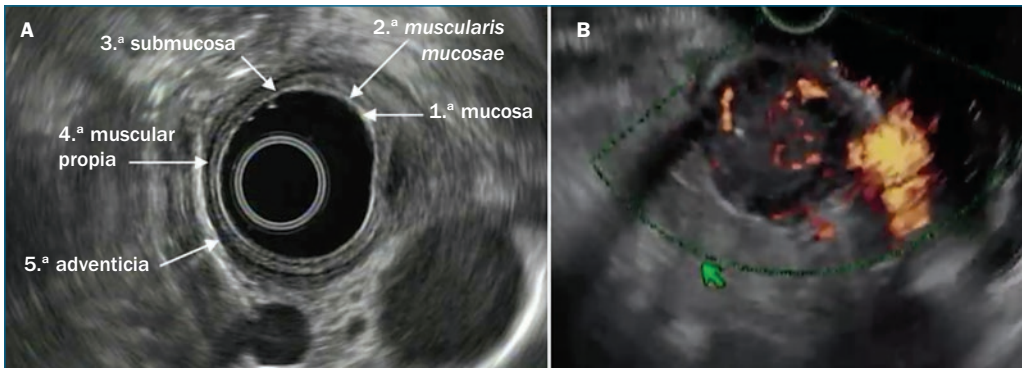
Imagen obtenida con ultrasonido radial de esófago que muestra las cinco ecocapas. Nótese la imagen nodular adyacente, que corresponde a ganglio linfático mediastinal (A), y la lesión sólida heterogénea localizada en la tercera ecocapa, moderadamente vascularizada (B) (cortesía de Mario Pelaéz Luna).
